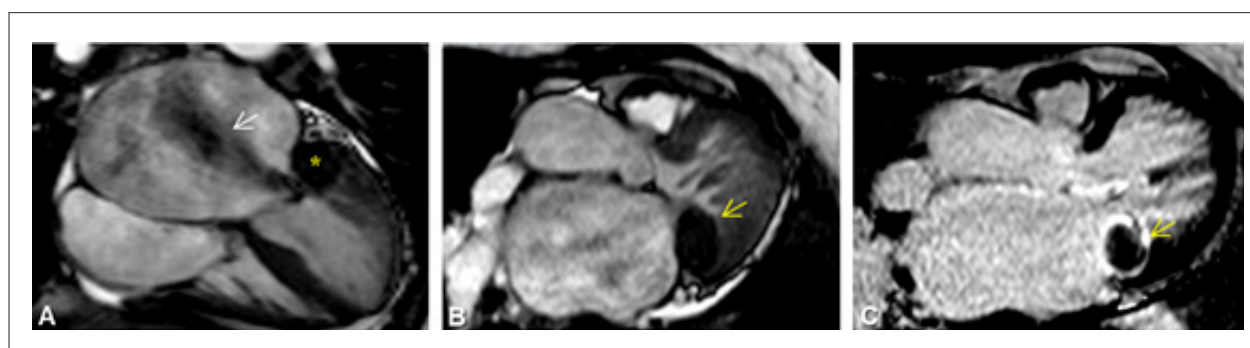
Ressonância magnética do coração: A: 4 câmaras em Cine-RM – insuficiência mitral severa (seta) e massa hipointensa (*); B: 3 câmaras em Cine-RM – massa hipointensa em anel posterior (seta); C: Sequência de realce tardio com captação de contraste na borda da massa (seta).
